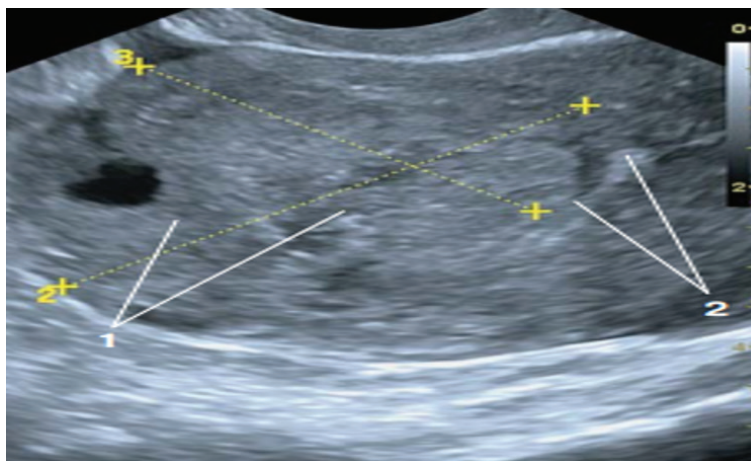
Больная М., 31 год. УЗИ В-режим: узловое образование в дне матки (1) с вращением в область матки с ее деформацией.
